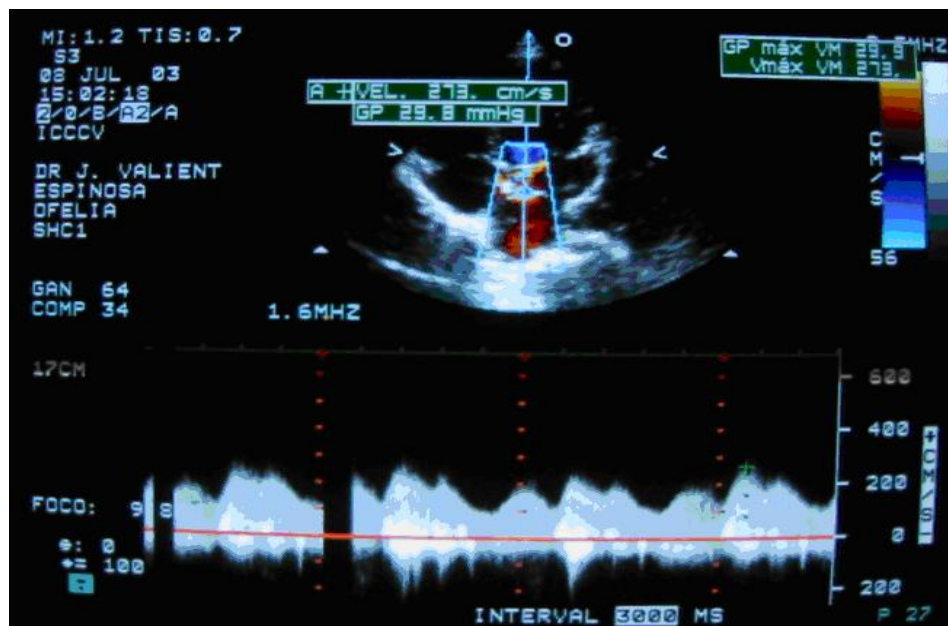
Estudio Doppler que muestra un gradiente pico de 29,8 mmHg a través de la membrana fibromuscular.
